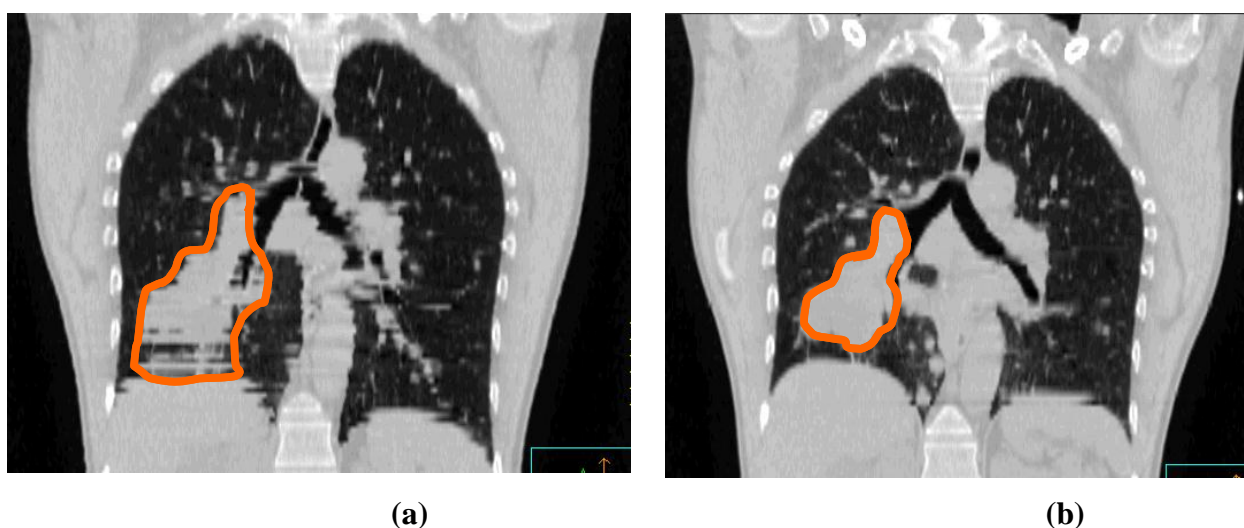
Contour d'une tumeur fait sur (a) un CT conventionnel et (b) sur un 4DCT
